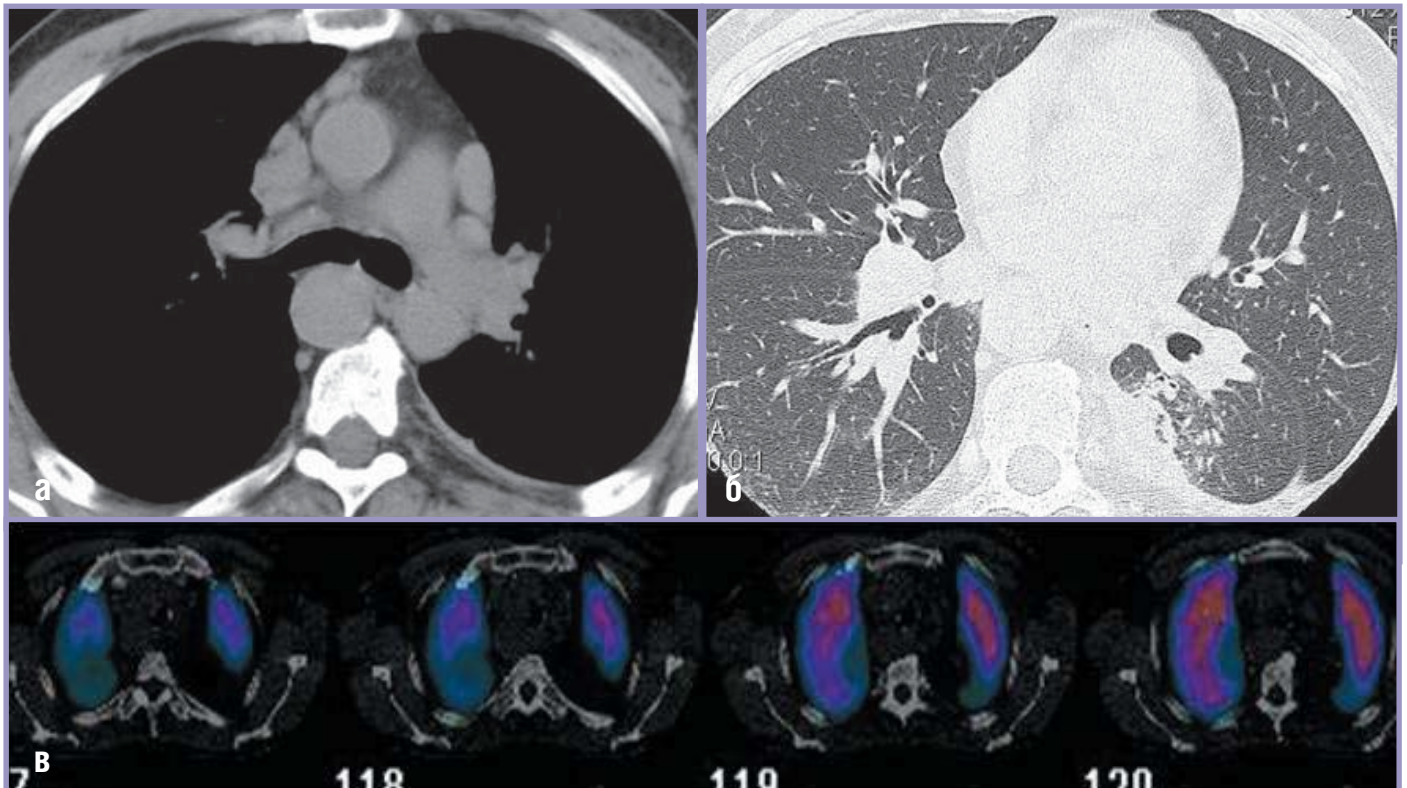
Больной С., 56 лет, сочетание саркоидоза II стадии с ТЭЛА; на КТ в мягкотканном (а) и легочном (б) электронных окнах определяются характерное для саркоидоза увеличение лимфатических узлов паратрахеальных, парааортальных, бронхопульмональных групп, перилимфатические очаги в легочной ткани. В S10 нижней доли правого легкого определяется субплеврально расположенный участок уплотнения легочной ткани и утолщение прилежащей плевры – КТ-признаки инфаркта легкого. На совмещенных КТ-ОФЭКТ изображениях (в) подтверждается отсутствие перфузии в этой области.
